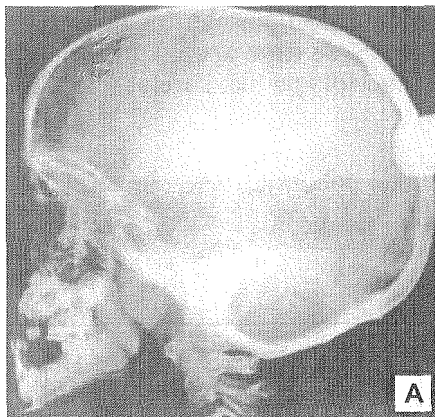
Raporturi mezializate la nivelul molarilor de 6 ani. Aspect teleradiografic. A – în perioada dentiției mixte, la începutul permutării dentare (este asociată și ocluzie deschisă, ceea ce agravează prognosticul); B – prin asocierea la macrognathia mandibulară a unei hipodezvoltări maxilare; C – aspectul teleradiografic al cazului B, după 14 luni de tratament cu aparate fixe (arcuri agregate prin gutiere cu microplanuri înclinate).
